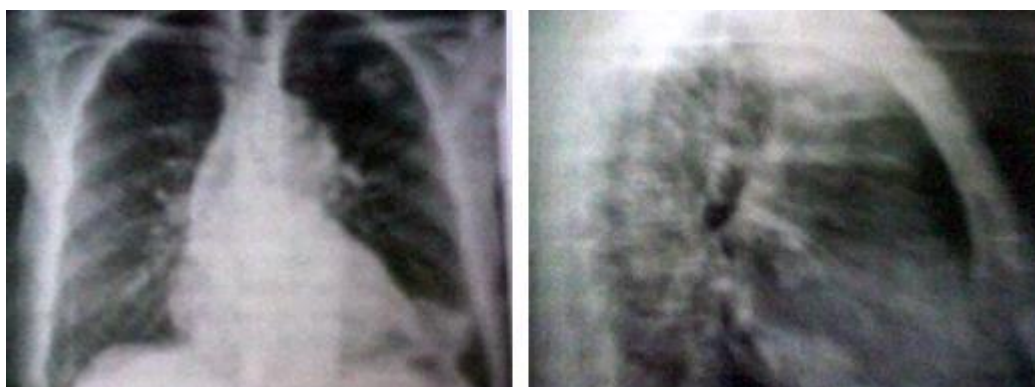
Radiografía de tórax posteroanterior y lateral izquierda.
